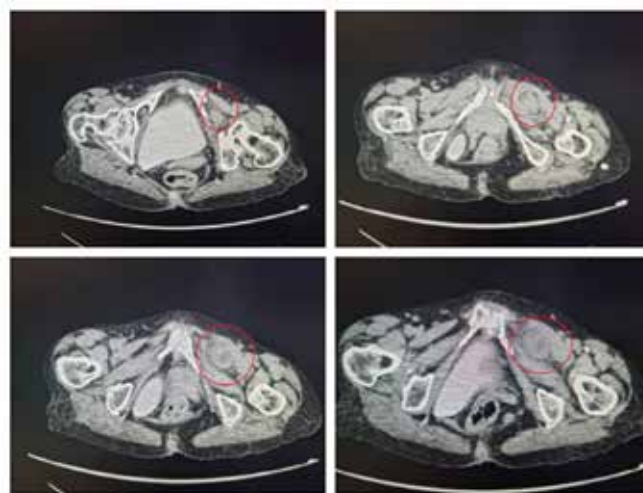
Tomografia de abdome sem contraste evidenciando hérnia de forame obturatório à esquerda.
